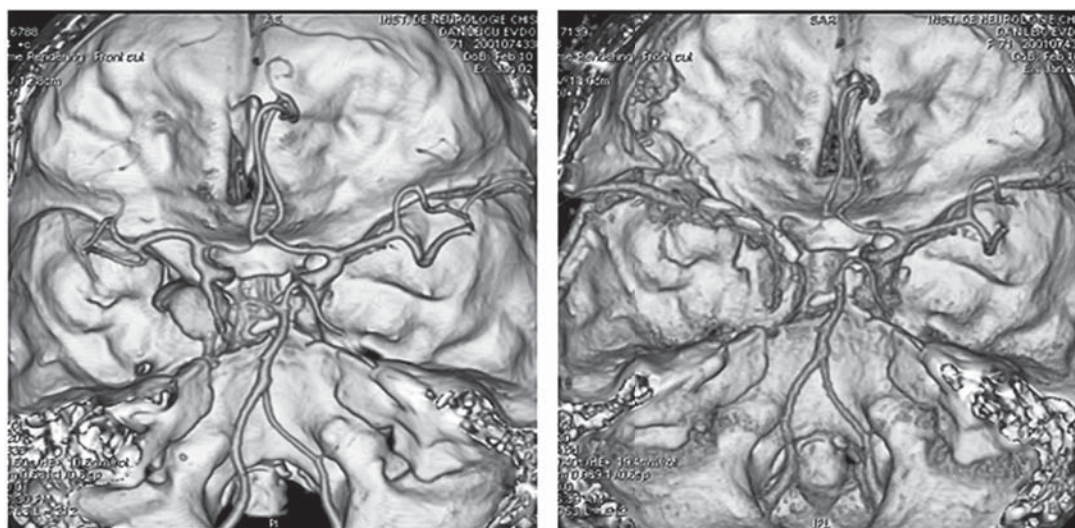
CT-angiografie cu reconstrucții tridimensionale pre-(în stânga) și postoperatorie (dreapta), demonstrând excluderea din circulație a anevrismului și funcționalitatea bypass-ului.
